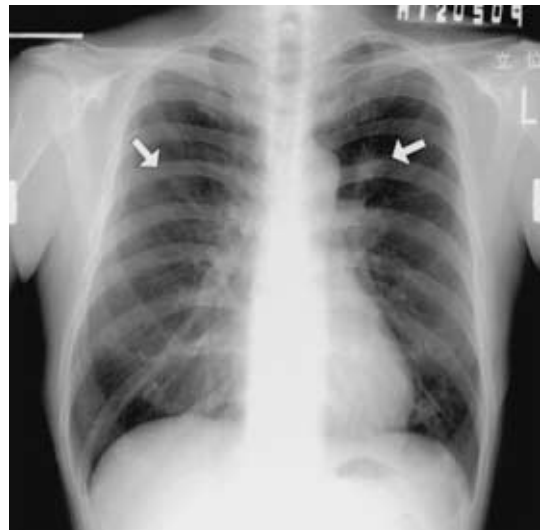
Chest X-ray film shows tumor shadows in the both upper lung fields (arrows)
